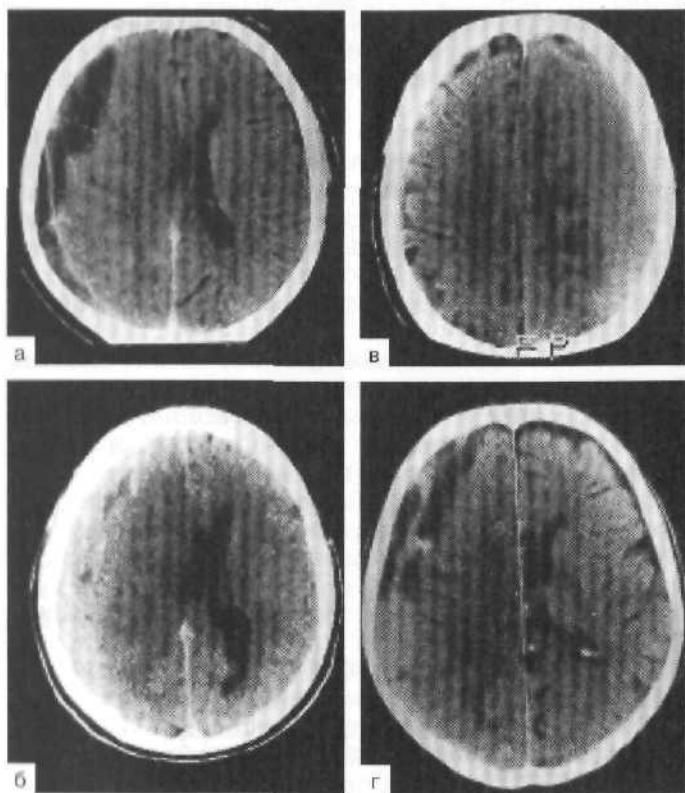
КТ-варианты плотностных характеристик ХСГ.
